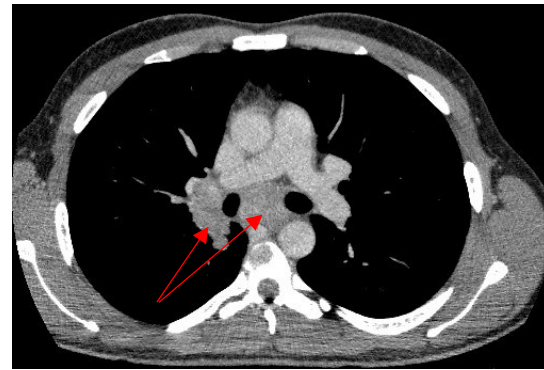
CT des Thorax vom 21.06.2018, 29-jähriger Patient, transversal im Weichteilfenster; die roten Pfeile markieren die mediastinale und perihiläre Lymphadenopathie.
